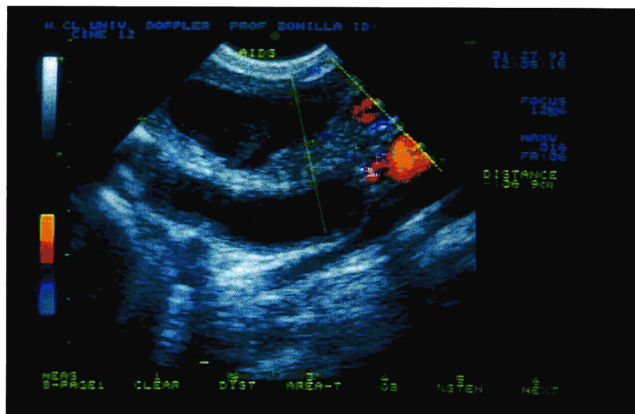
AID患者的子宫积脓和输卵管积水的超声图像。Doppler超声图像显示盆腔器官感染常见的血管充血现象。(Courtesy of Prof. F. Bonilla-Musoles.)
